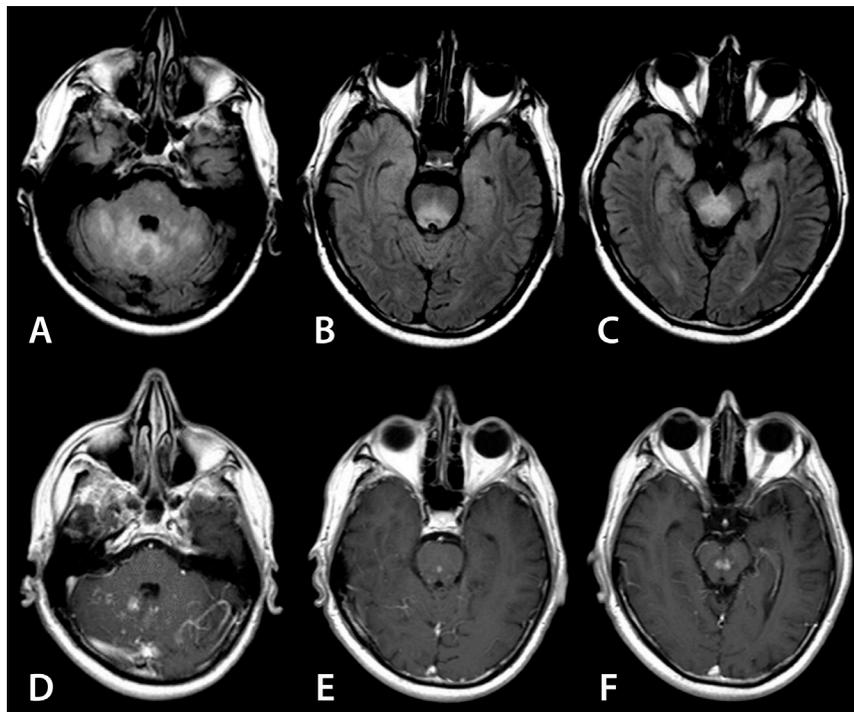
IRM de cerebro. Secuencia FLAIR A, B, C muestra cambio en la intensidad de señal de la sustancia blanca que comprometen el cerebelo, la protuberancia y el mesocéfalo. Secuencia T1 contrastada D, E, F evidencia realce perivascular con típico patrón miliar, aspecto en “sal y pimienta”.
